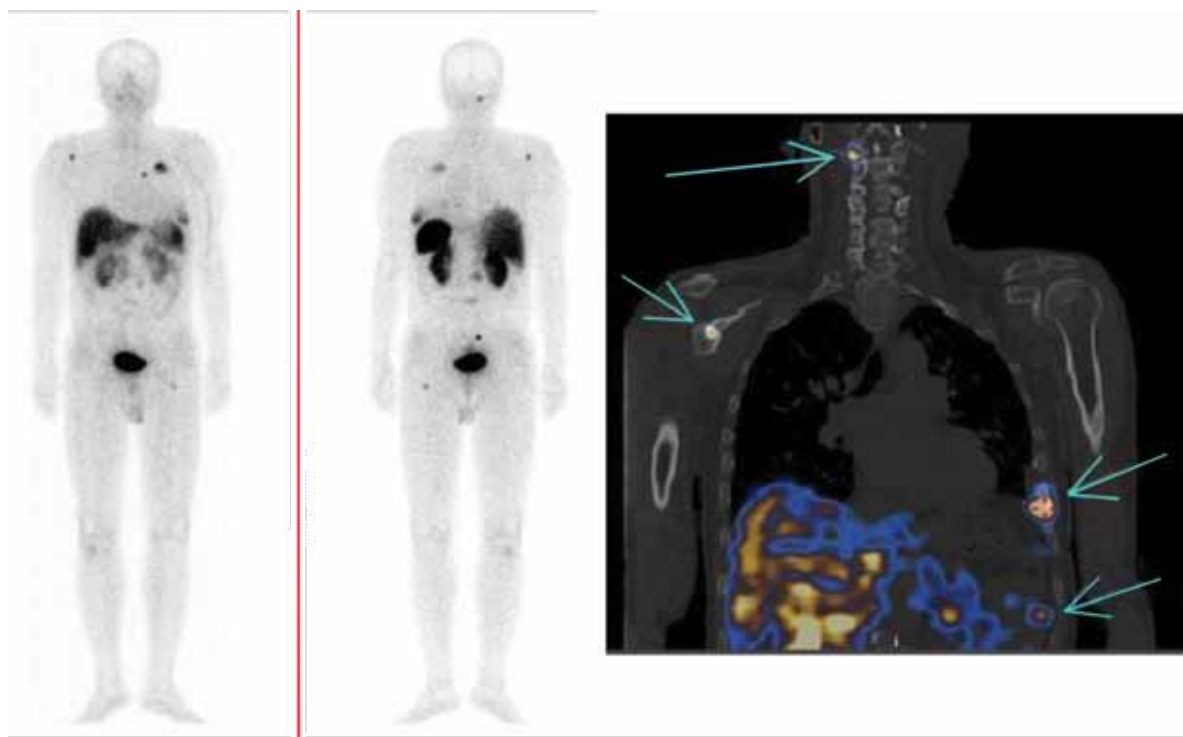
Злокачественная феохромоцитома, рецидив после хирургического лечения, множественное метастатическое поражение костей скелета и легких (СРС и ОФЭКТ/КТ)
